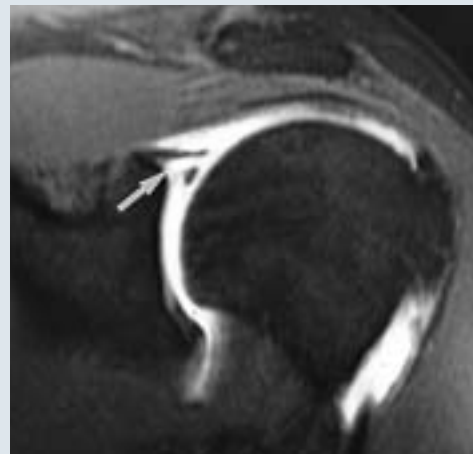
Arthro-IRM avec lésion du bourrelet supérieur.
